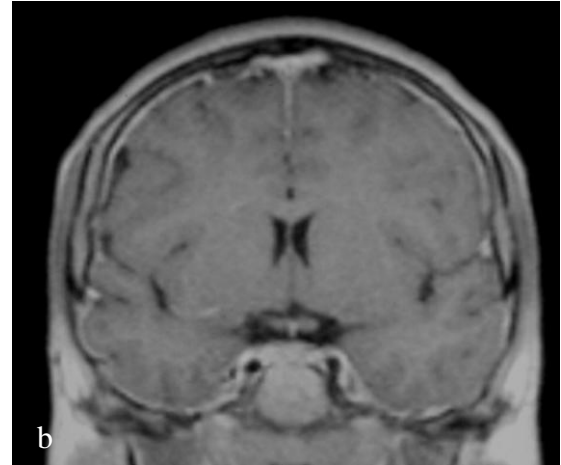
Masculino de 11 años de edad con Leucemia aguda linfoblástica L1 y cefalea. Imágenes de RM en T1 con gadolinio a) corte sagital, b) corte coronal y c) corte axial en donde se demuestra realce de las meninges de forma importante secundario a infiltración por leucemia.
